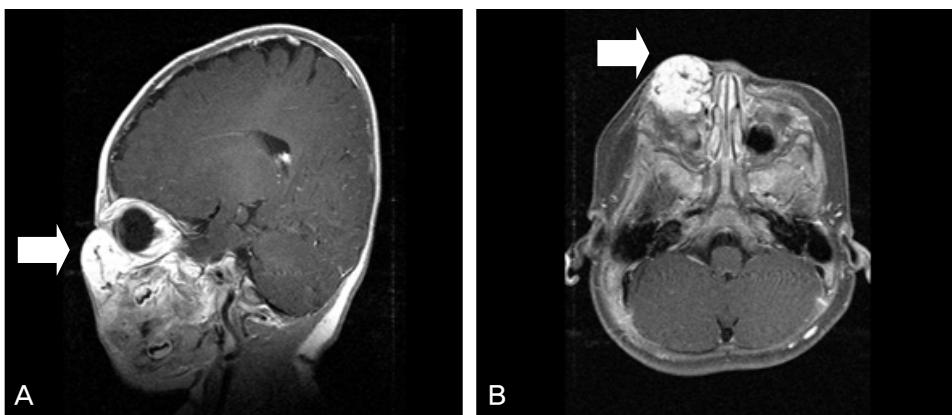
MRI. (A, B) Before the treatment, MRI with post-contrast fat-suppressed T1-weighted image shows well circumscribed, lobulated, intraorbital mass (arrow) of the entire right lower eyelid. The lesion enhancement is intense and homogenous. (A) Coronal view. (B) Axial view.
